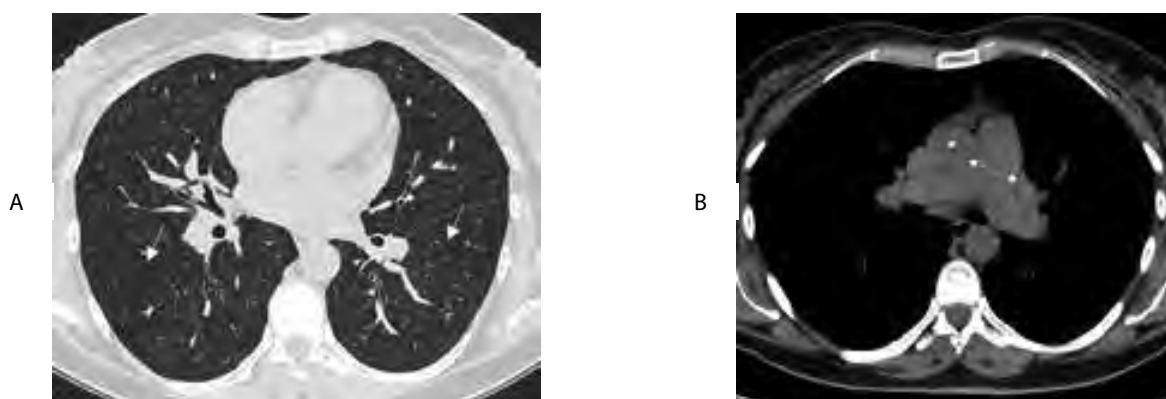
МСКТ органов грудной клетки, аксиальная проекция. А. Множественные центрилобулярные очаги по типу «матового стекла» с нечёткими контурами (стрелки). В. Расширение ствола лёгочной артерии (двойная стрелка) с преобладание диаметра ствола лёгочной артерии над диаметром восходящей аорты (звёздочка)
